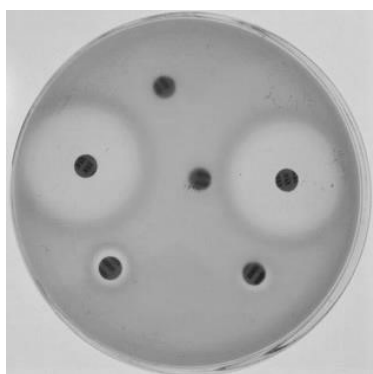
Определение чувствительности бактерий к антибиотикам диско-диффузионным методом.
